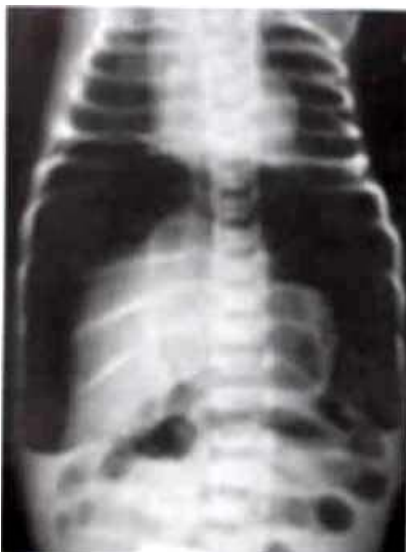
Обзорная рентгенография брюшной полости новорожденного с перфоративным перитонитом в прямой проекции и в латеропозиции. Под куполом диафрагмы виден свободный газ, имеется выпот в брюшной полости. Виден свободный газ в брюшной полости под передней брюшной стенкой
